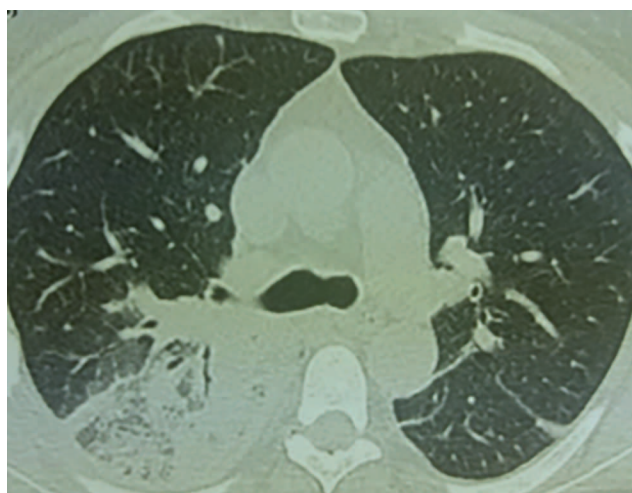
Компьютерная томография легких пациентки (описание в тексте)
